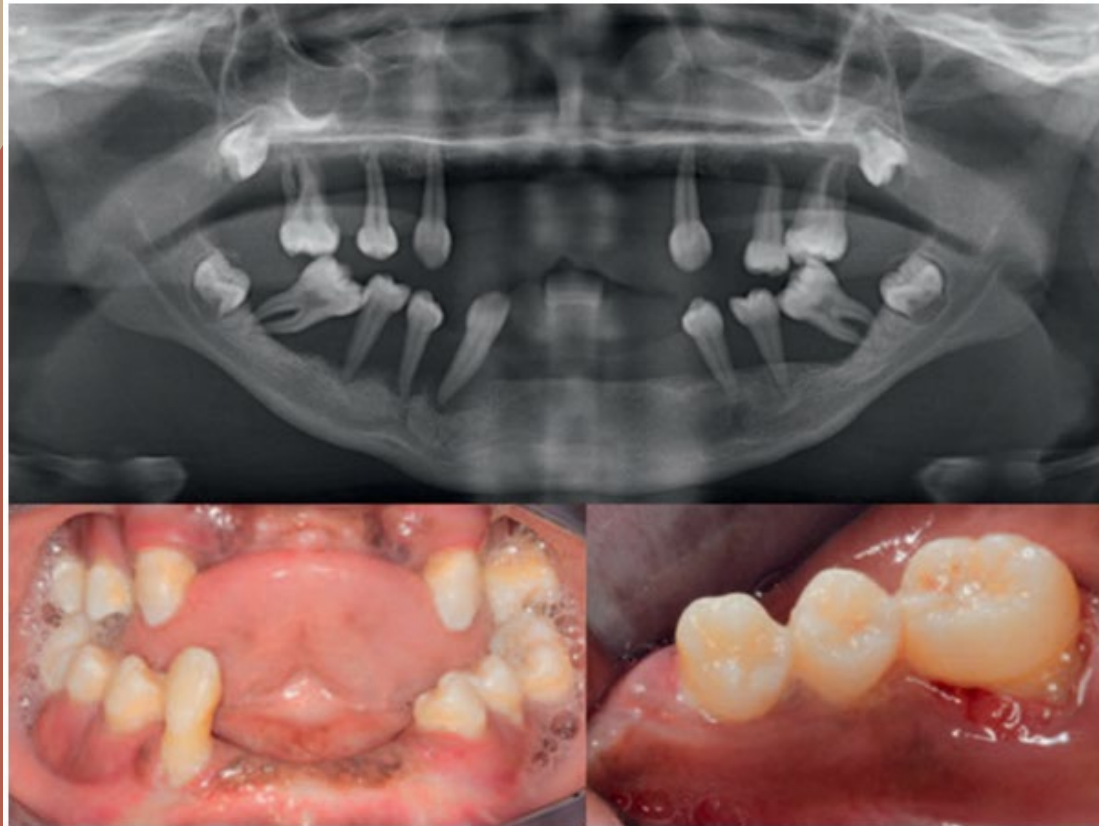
Panoramic radiograph and clinical photos of a 13-year-old female with Papillon-Lefèvre syndrome (PLS). PLS is an autosomal recessive disorder caused by mutations in the cathepsin C gene located on chromosome 11q14. The clinical manifestations of the syndrome are severe aggressive periodontitis as well as diffuse keratoderma on the palms, soles, or knees. In PLS patients by the age of 4 to 5 years, the primary teeth have typically exfoliated or been extracted due to severe periodontal destruction. Subsequently, an edentulous phase occurs during which a reduction in the oral microbial load is noted and gingival health is restored. Following eruption of the permanent dentition, a similar cycle of severe periodontal inflammation is repeated that generally does not respond to conventional periodontal therapy. An increase in tooth mobility and periodontal abscesses is frequently observed shortly after the eruption of permanent teeth. (Courtesy Dr. Georgios Kotsakis, Seattle, Washington.)
